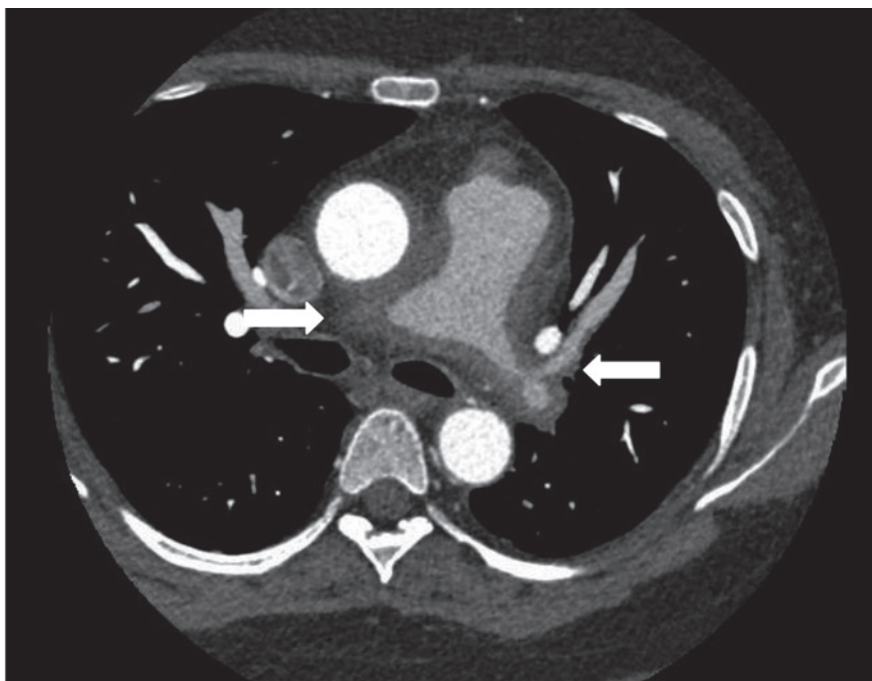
Angiografia por Tomografia Computadorizada mostrando estreitamento luminal e irregularidade do contorno da artéria pulmonar direita e esquerda devido ao espessamento de sua parede
